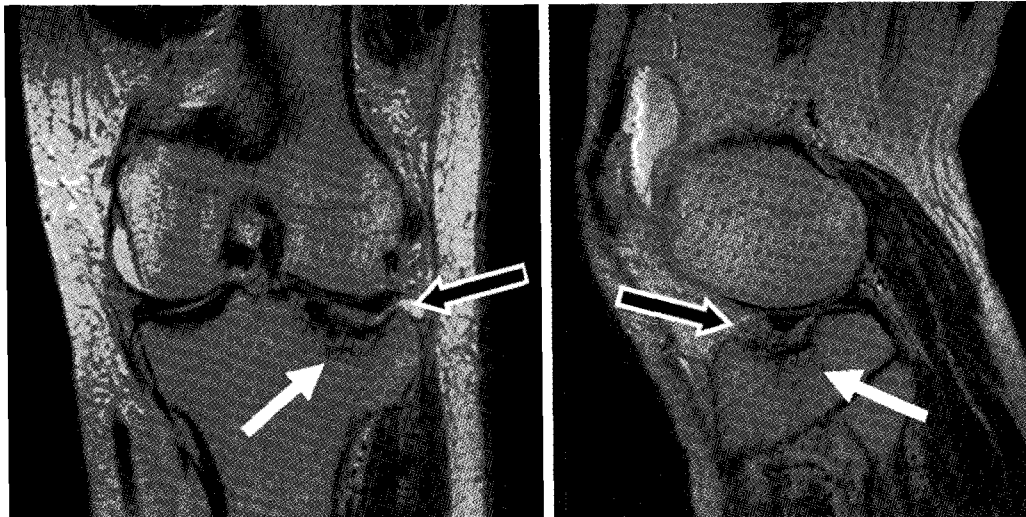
This MRI shows the depression of lateral tibial plateau(closed arrow) and the tear of meniscocapsular junction of lateral meniscus (open arrow) preoperatively.
